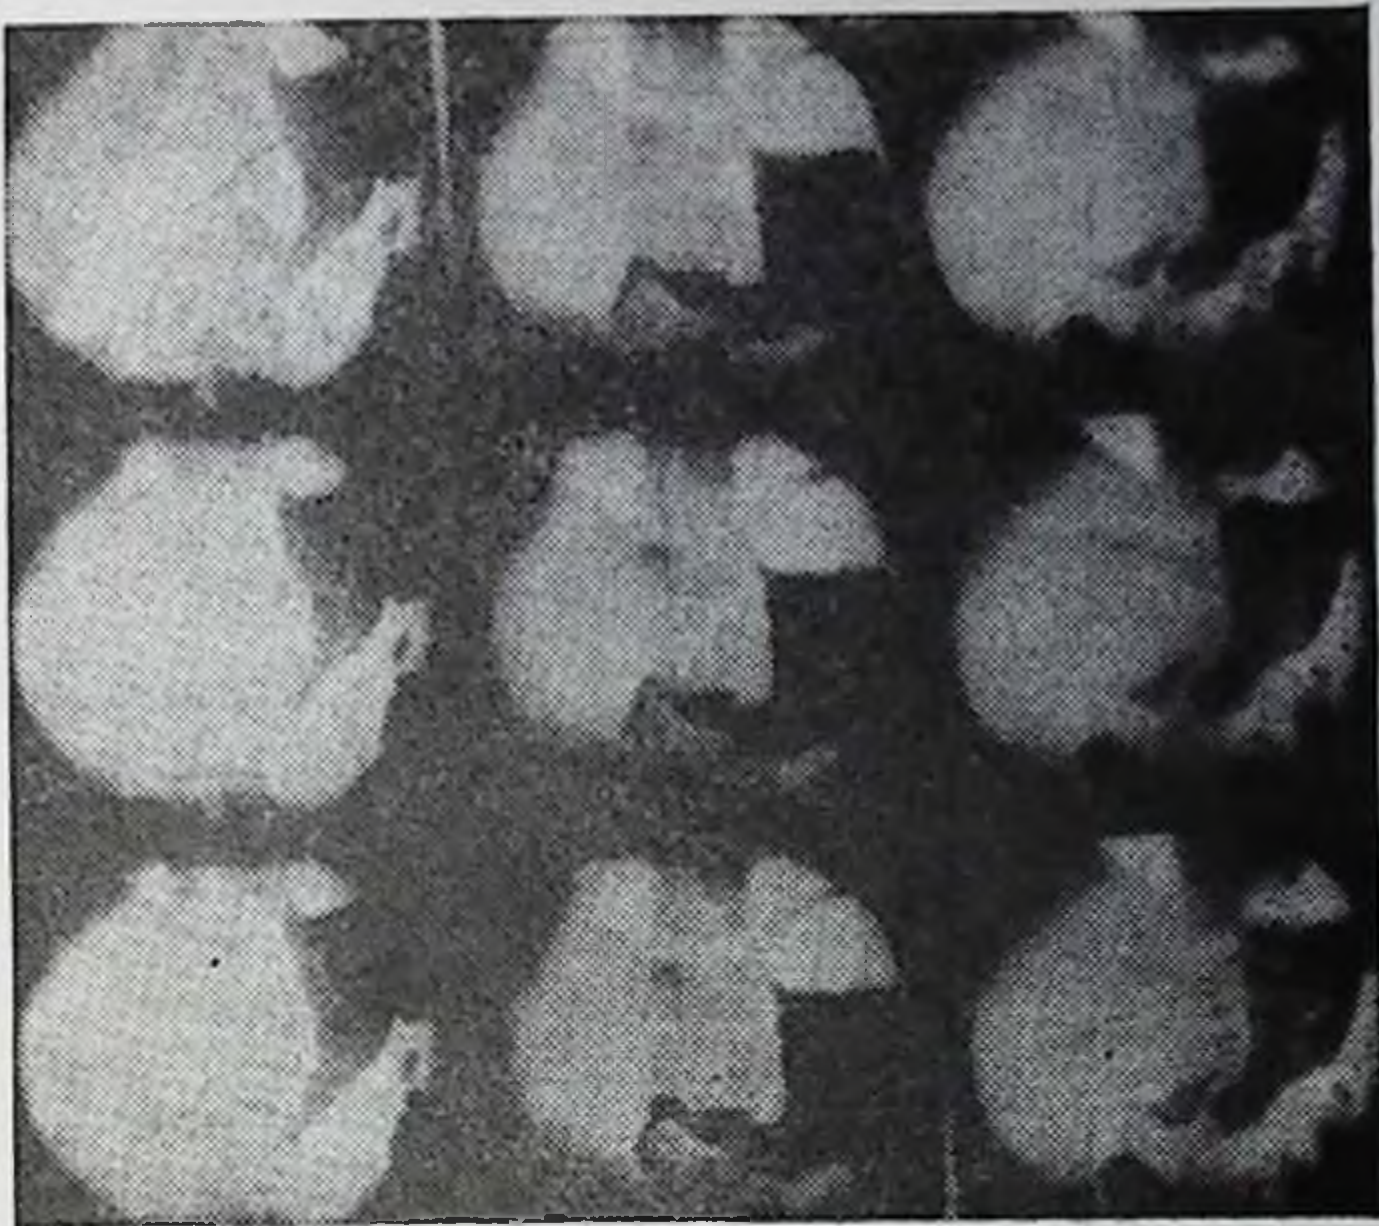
Рентгенокниематография желудка после реконструктивно-восстановительной операции пилоруса. Эвакуация своевременная, ритмичная.
